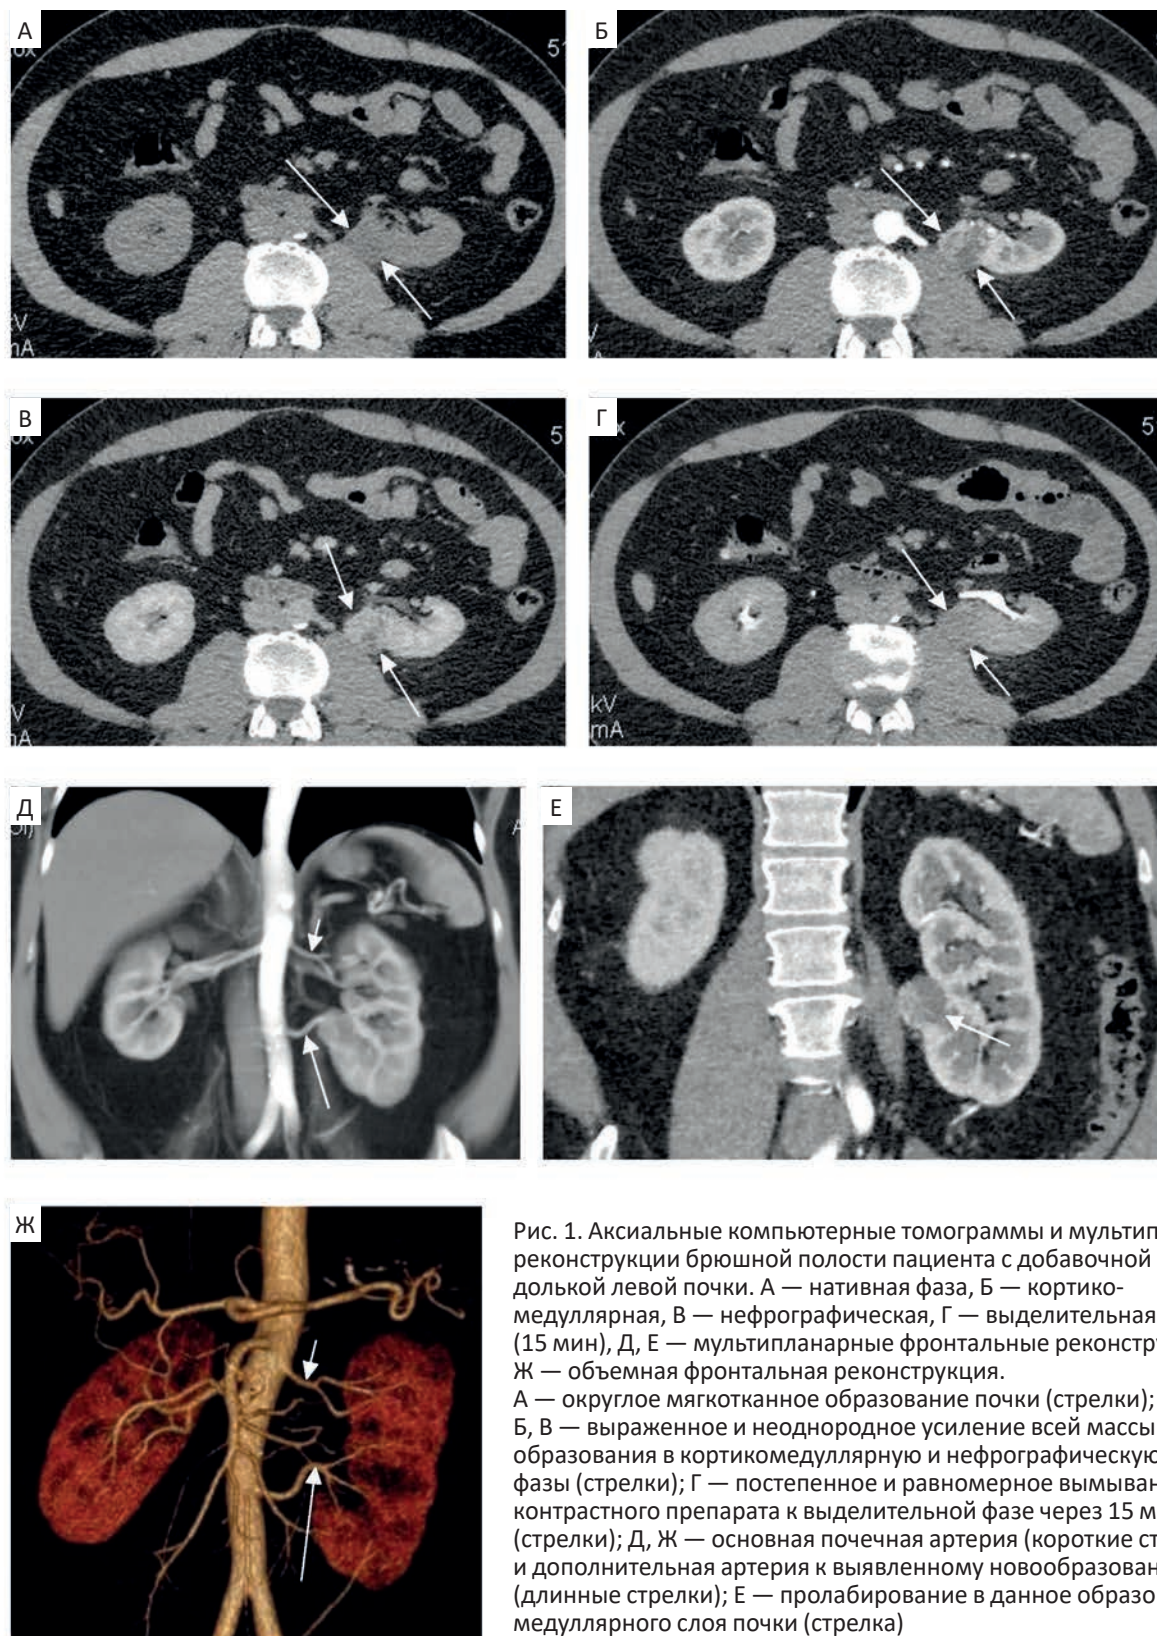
Аксиальные компьютерные томограммы и мультипланарные реконструкции брюшной полости пациента с добавочной долей левой почки. А — нативная фаза, Б — кортико-медуллярная, В — нефрографическая, Г — выделительная (15 мин), Д, Е — мультипланарные фронтальные реконструкции, Ж — объемная фронтальная реконструкция. А — округлое мягкотканное образование почки (стрелки); Б, В — выраженное и неоднородное усиление всей массы образования в кортикомедуллярную и нефрографическую фазы (стрелки); Г — постепенное и равномерное вымывание контрастного препарата к выделительной фазе через 15 мин (стрелки); Д, Ж — основная почечная артерия (короткие стрелки) и дополнительная артерия к выявленному новообразованию (длинные стрелки); Е — пролабирование в данное образование медуллярного слоя почки (стрелка)
